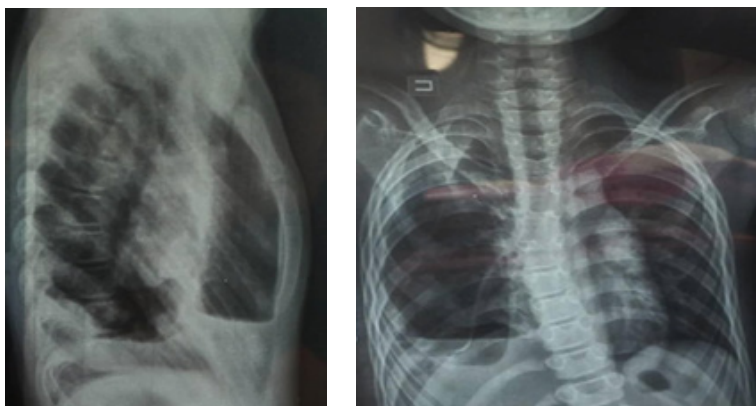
Рентгенограмма в прямой и правой боковой проекциях через 10 дней
